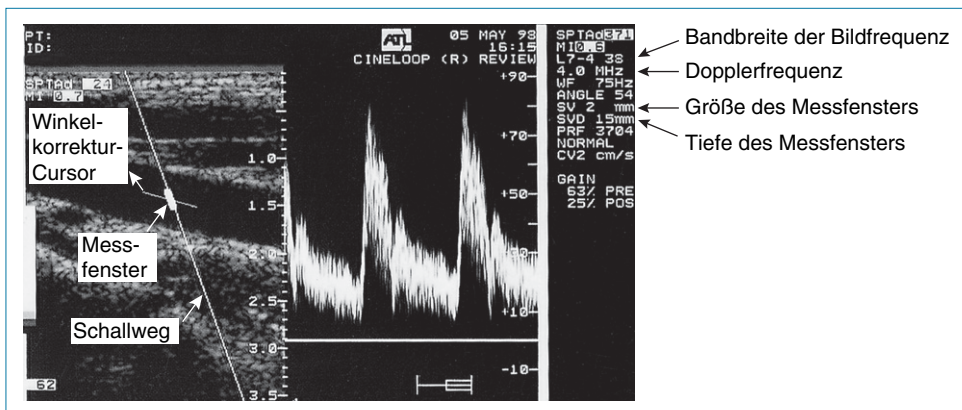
Im Bild werden der vom Dopplerstrahl zurückgelegte Weg sowie die Größe und Lage des Messfensters angezeigt.
